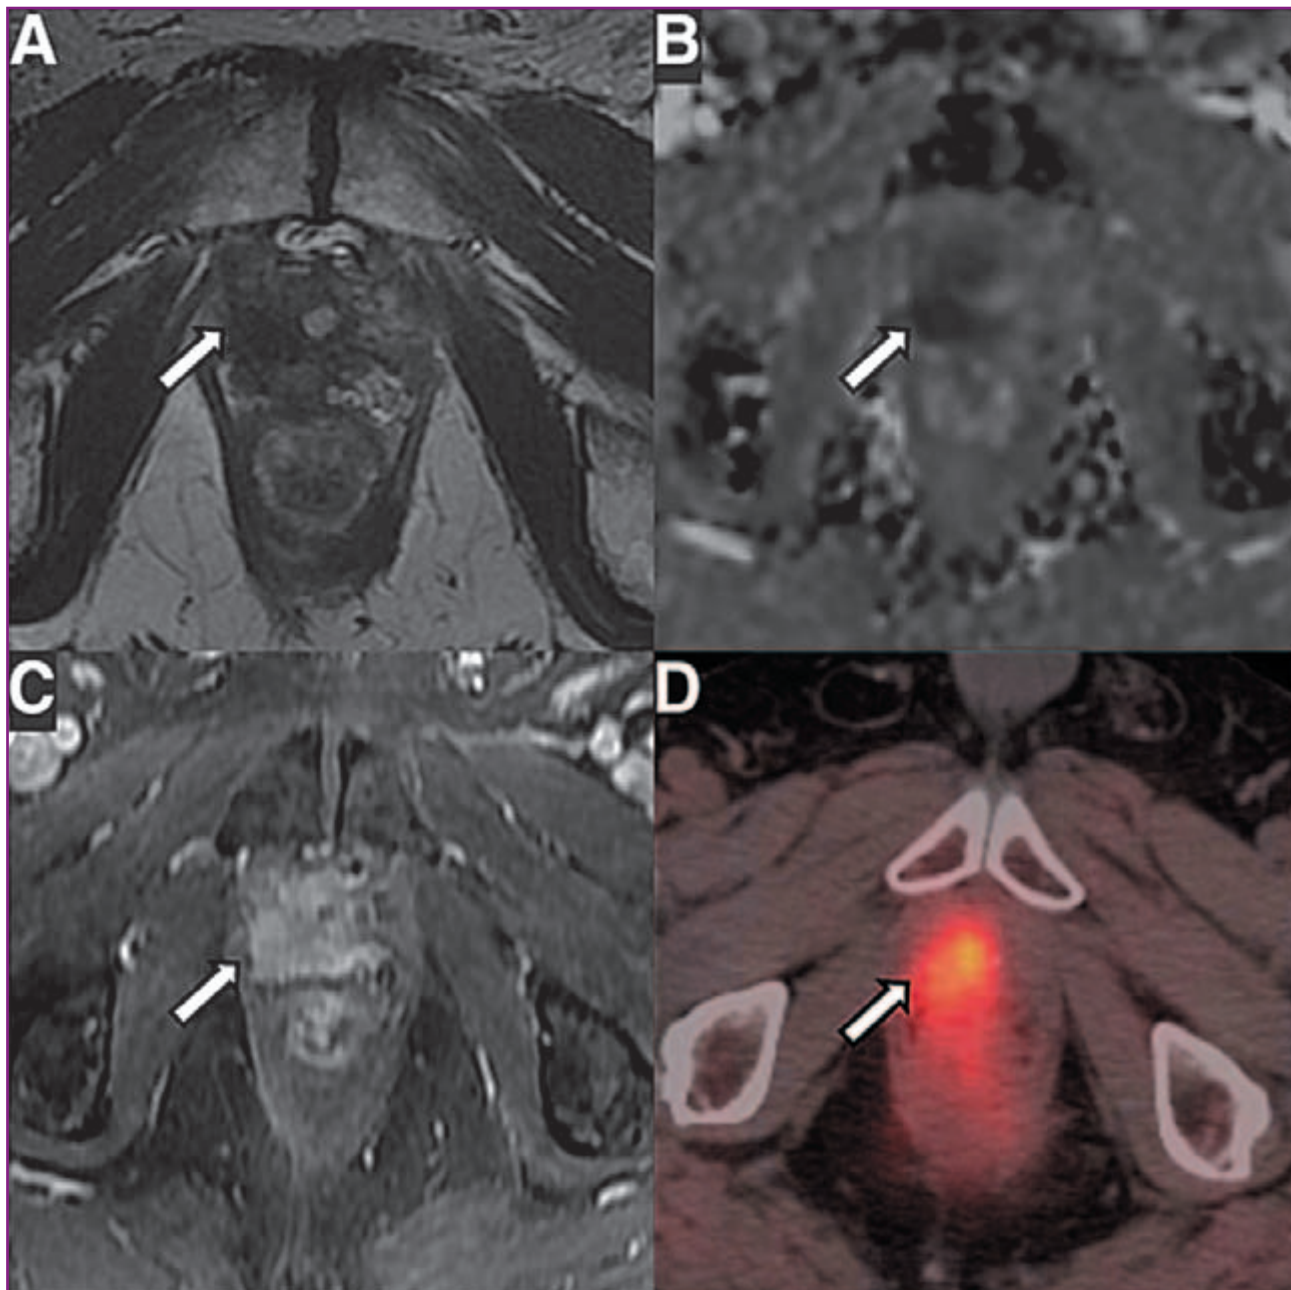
мпМРТ та ПЕТ/КТ із ^{18}F -флуцикловіном пацієнта М., 75 р., із місцевим рецидивом РПЗ (за шкалою Глісона 3 + 4) (позначено стрілкою), якому виконано радикальну простатектомію. А–С: на мпМРТ — Т2-гіподенсивне вогнище в правому бічному везикоуретральному анастомозі (А) з обмеженням коефіцієнта дифузії (В) та раннім артеріальним посиленням динамічного контрастного зображення (С). D: При ПЕТ/КТ із ^{18}F -флуцикловіном — асиметричне підвищення поглинання радіоіндикатора в даній ділянці ураження (VSH макс. — 5,5) (Calais J., 2019)
